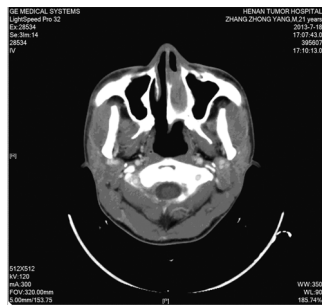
鼻腔NK/T细胞淋巴瘤治疗后并发传染性单核细胞增多症患者鼻咽CT影像学表现
